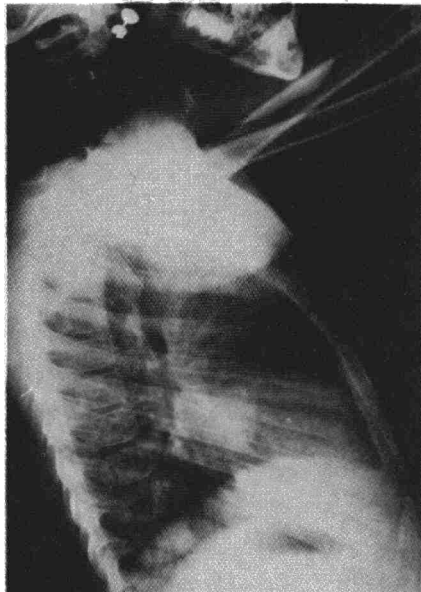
Radiografía lateral de la paciente de 3 años, mostrando en L.M.D. la imagen del Hamartoma.
